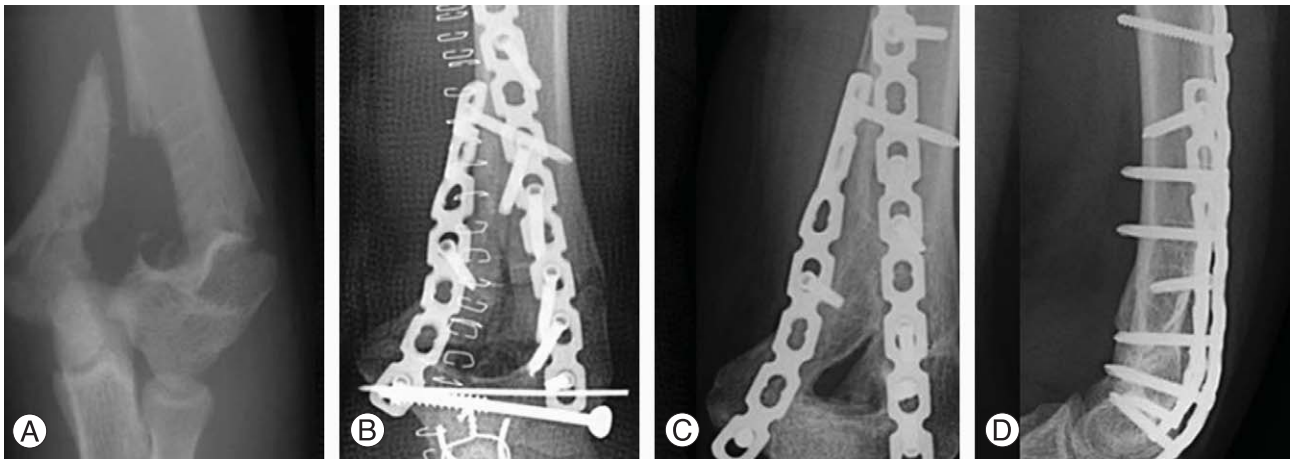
(A) Anteroposterior radiograph show C2 intercondylar fracture of the humerus. (B) Postoperative anteroposterior radiograph showed internal fixation with posterior dual plates. (C, D) Final anteroposterior and lateral radiographs showed consolidation.
